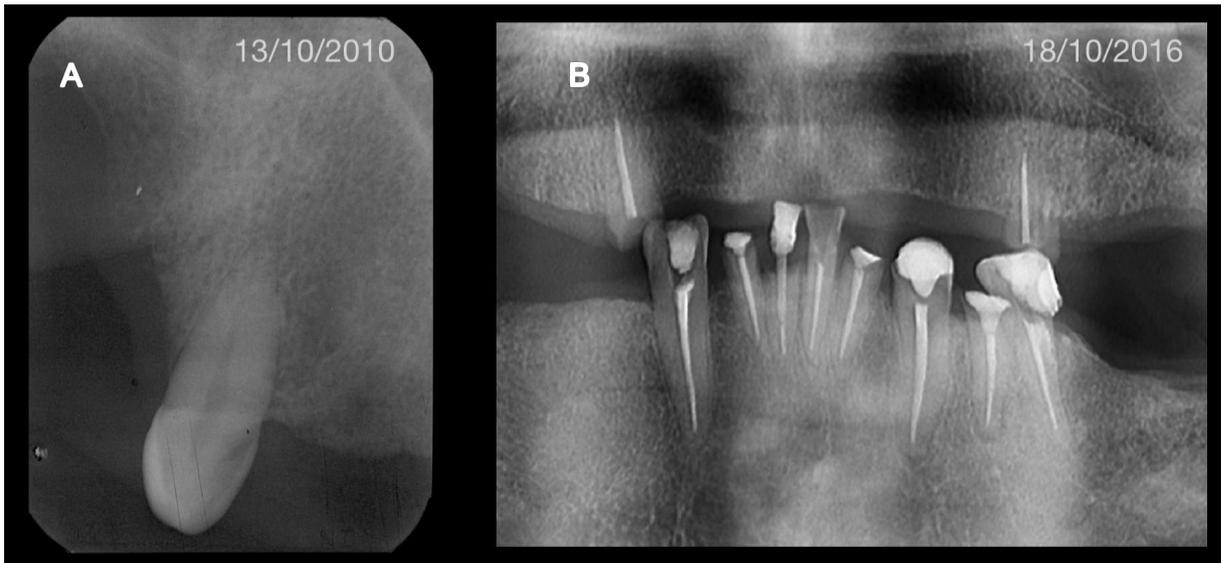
Imagens* mostrando ausência de coroa no elemento 13 e a raiz sepultada. Radiografia periapical (2010) (A); e radiografia panorâmica (2016) (B)
